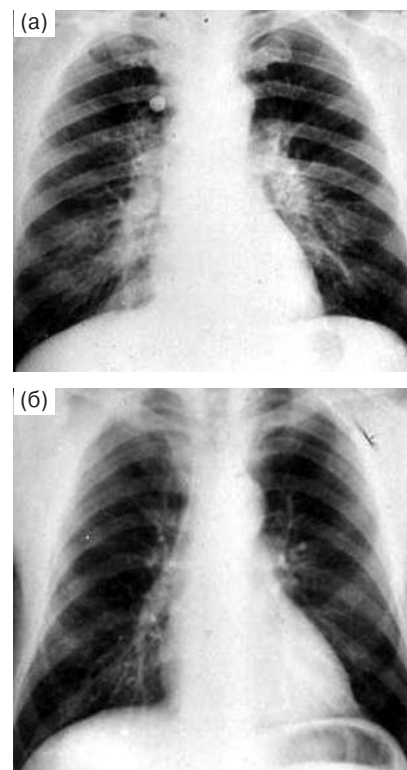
Интерстициальный отек легких при острой респираторной вирусной инфекции. Обзорные рентгенограммы органов грудной полости: а – при поступлении в стационар на 2-й день заболевания имеются признаки интерстициального отека – двусторонние изменения легочного рисунка в прикорневой зоне, расширение и уплотнение корней легких, расширение тени сердца и верхнего средостения; б – через 4 дня патологические изменения в легких отсутствуют.
